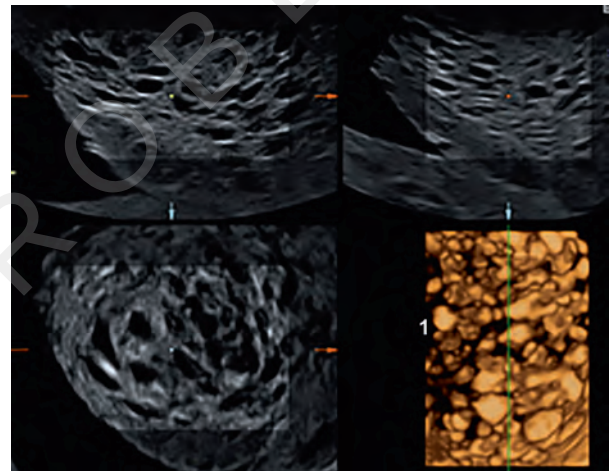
Fallbeispiel 3: multiplanare 3D-Sonografie mit Rendering (Inversion Mode) (1). Die Plazenta ist größtenteils durch diese zystischen Stammzotten durchsetzt.
